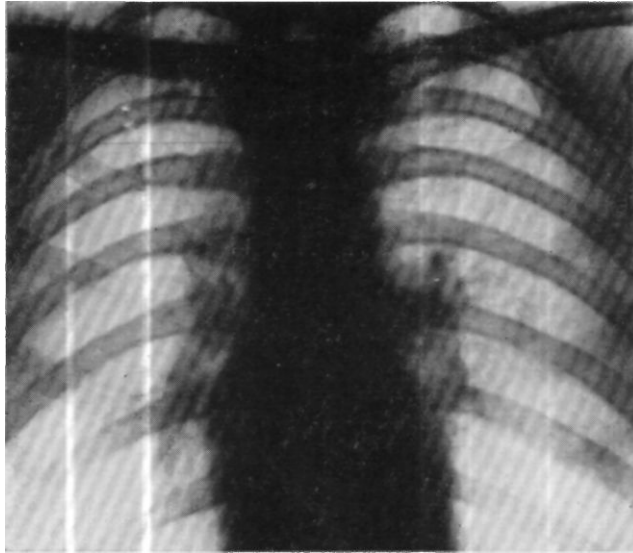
Рентгенограмма больного П-ва. Определяется грубый ячеистый рисунок на всем протяжении левого легкого.
